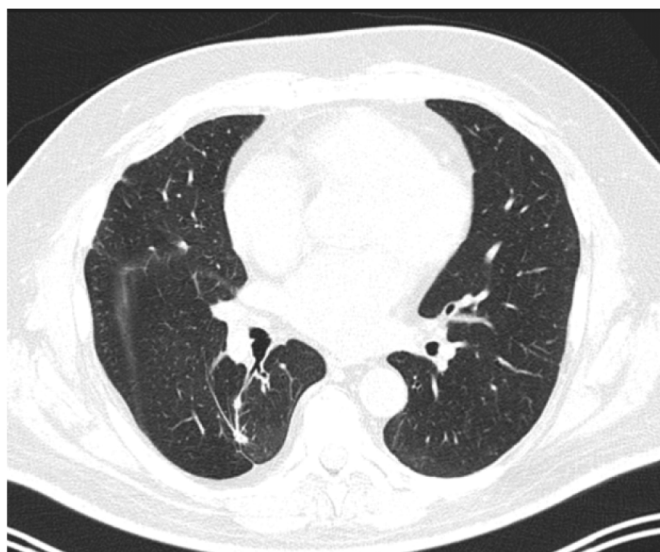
ПЭТ/КТ от 26.04.2024 г. Регресс в S9 и S10 левого легкого
